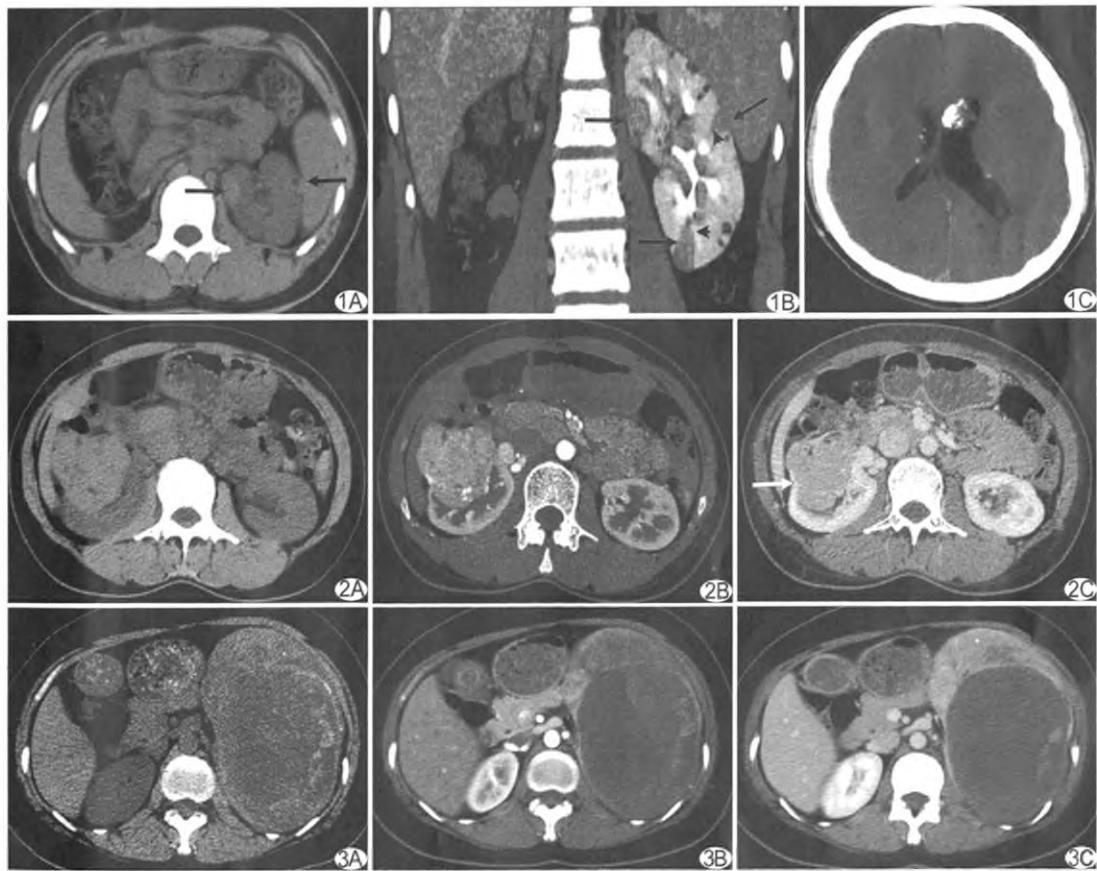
患者男,16岁,结节性硬化症,左肾EAML A. CT平扫左肾实质病灶密度高于肾实质(箭);B. 增强髓质期左肾3个病灶强化减退(箭),显示“楔征”(箭头);C. 头颅CT显示侧脑室室管膜下多发钙化结节
